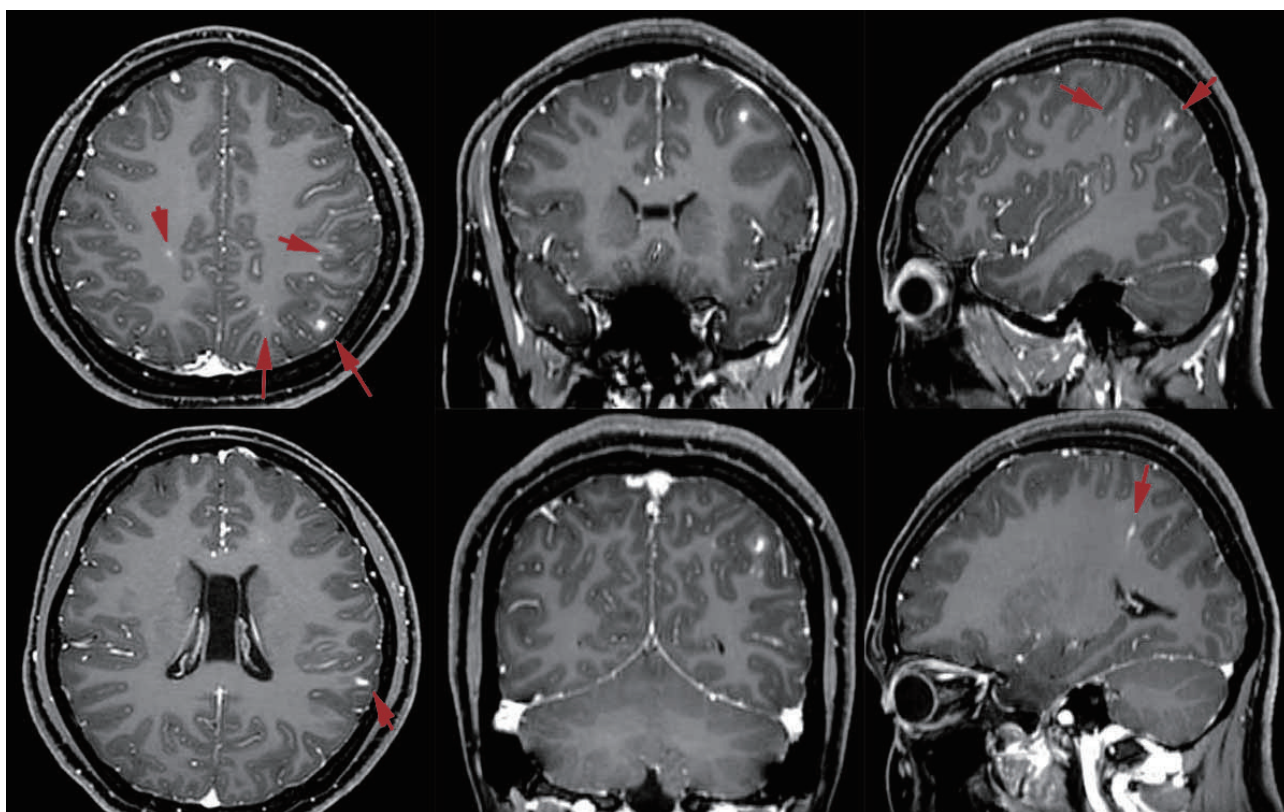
The contrast-enhanced T1-weighted images of the patient. The axial, coronal, and sagittal image shows several tiny homogeneous nodular lesions without peri-lesional edema in the left parietal cortex (red arrows). There was no evidence of abnormal leptomeningeal enhancement.
